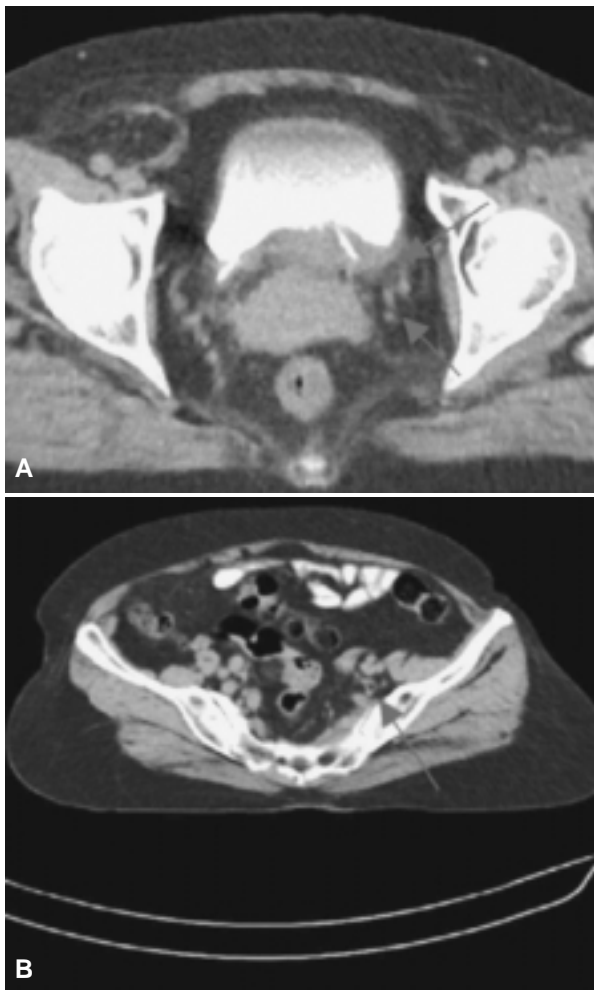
Mujer de 64 años con carcinoma epidermoide etapificada clínicamente por medio de la FIGO como IIb y por medio de la TC como IVa. A) Imagen de una TC contrastada oral e IV, fase excretora únicamente, que muestra heterogeneidad de la grasa de los parametrios (++) siendo más evidente hacia el parametrio izquierdo, identificación de masa-área de hipodensidad positiva, hacia la región cervicovaginal de 4.1 por 3.7 cm, donde, además, se identifica que dicha lesión se extiende a la pared vesical. B) La misma paciente en un corte más superior donde se identifica la grasa pélvica homogénea con interfases grasas conservadas, normal, sin afección a órganos distantes.
